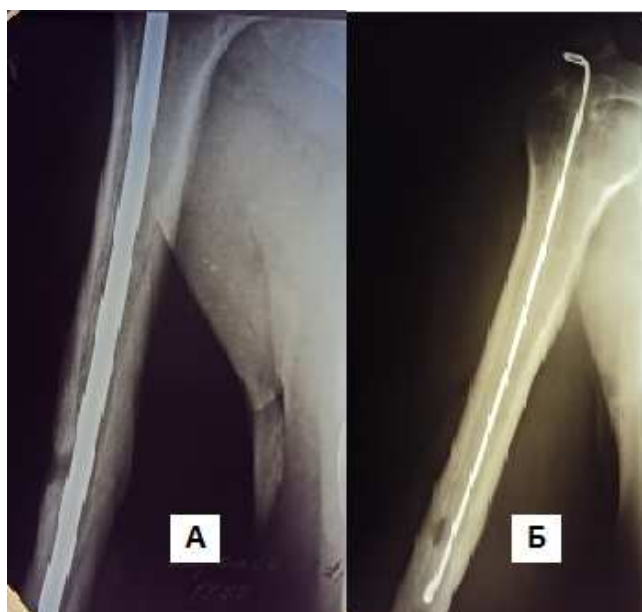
Клинический пример №2. Больной К., 35 лет. Диагноз: Хронический послеоперационный остеомиелит правой плечевой кости. Рентгенограммы до (а) и после (б) оперативного лечения (удаление штифта, остеонекрсеквестрэктомия, имплантация интрамедуллярного армированного спейсера)
